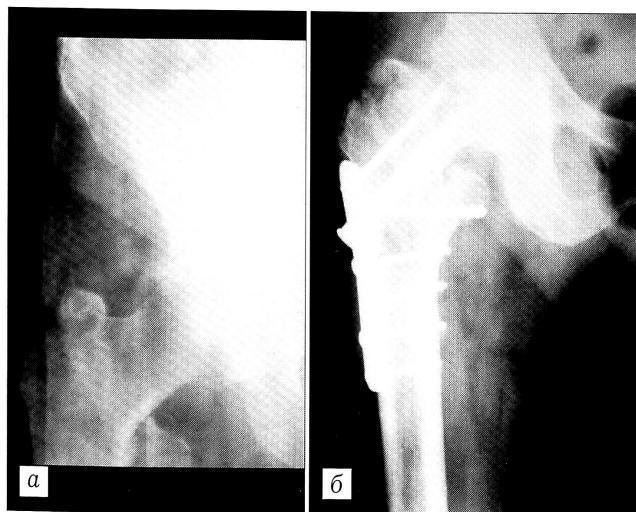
Рентгенограммы правого тазобедренного сустава больной Л. 68 лет.
